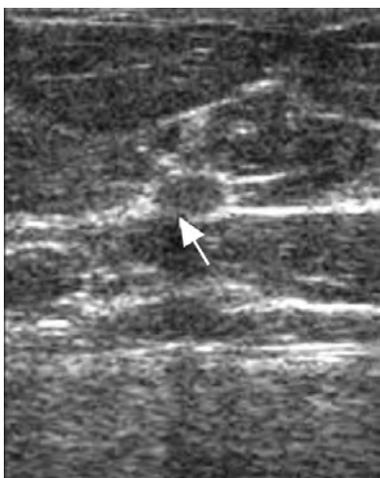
Рак молочной железы (непальпируемая опухоль, показана стрелкой) в момент пункции под контролем УЗИ
